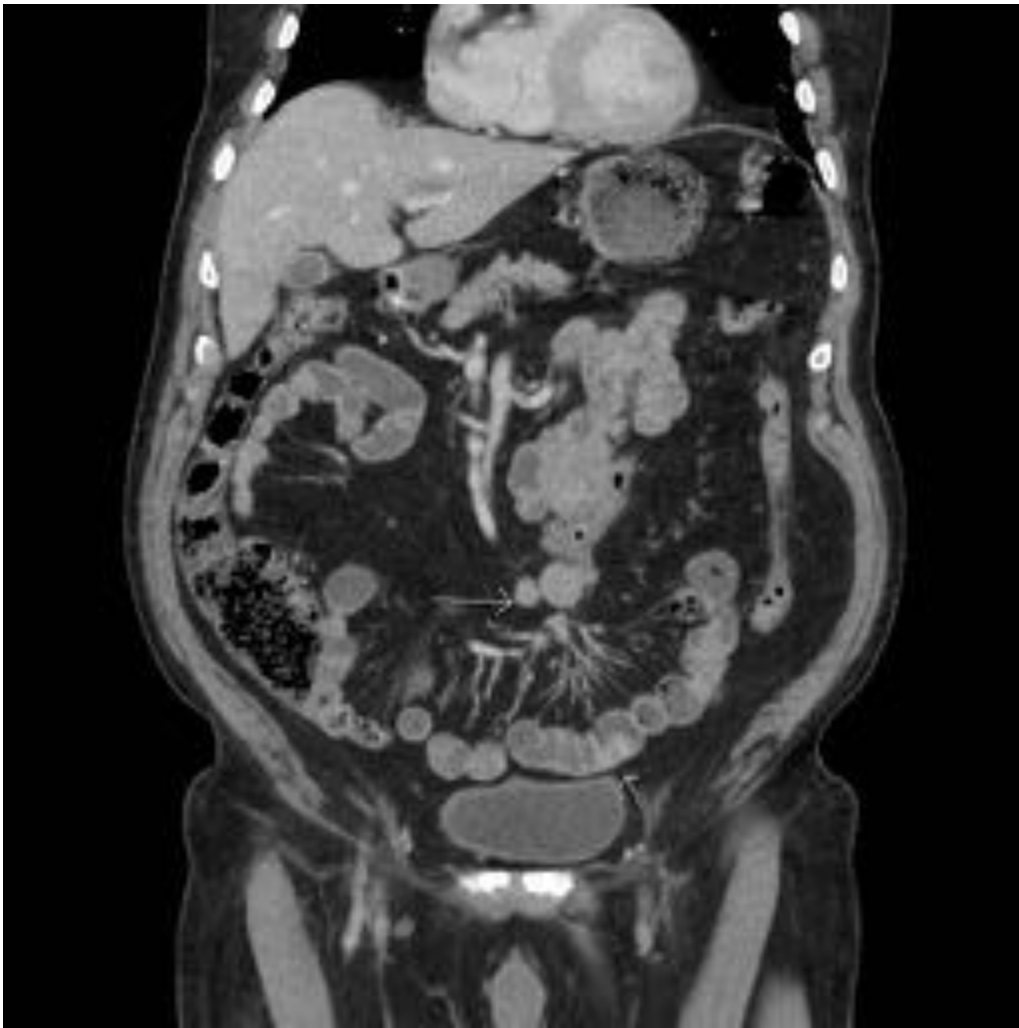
Imagen coronal de TC realizado en un paciente para control tras resección de tumor vesical. En este caso el contenido líquido de las asas intestinales favorece la visualización de varios nódulos murales intraluminales de alta densidad en relación tumor carcinoide primario multifocal, uno de ellos visible en la imagen (flecha pequeña). En el espesor del meso adyacente se visualizan pequeñas adenopatías compatibles con metástasis ganglionares regionales (flecha larga).
